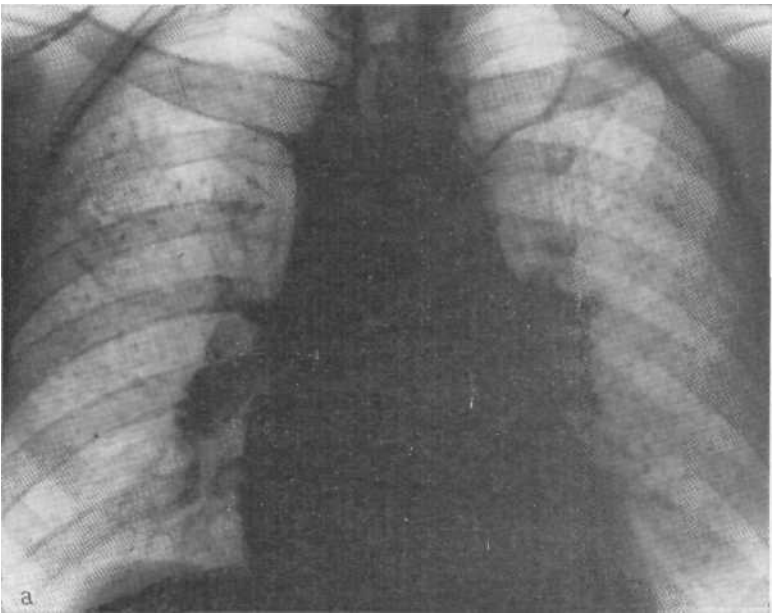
Обзорная рентгенограмма легких (а) и срединная томограмма (б). Силикотуберкулез: интенсивные узелковые образования в кортикальных отделах обоих легких, краевое обызвествление внутригрудных лимфатических узлов.
